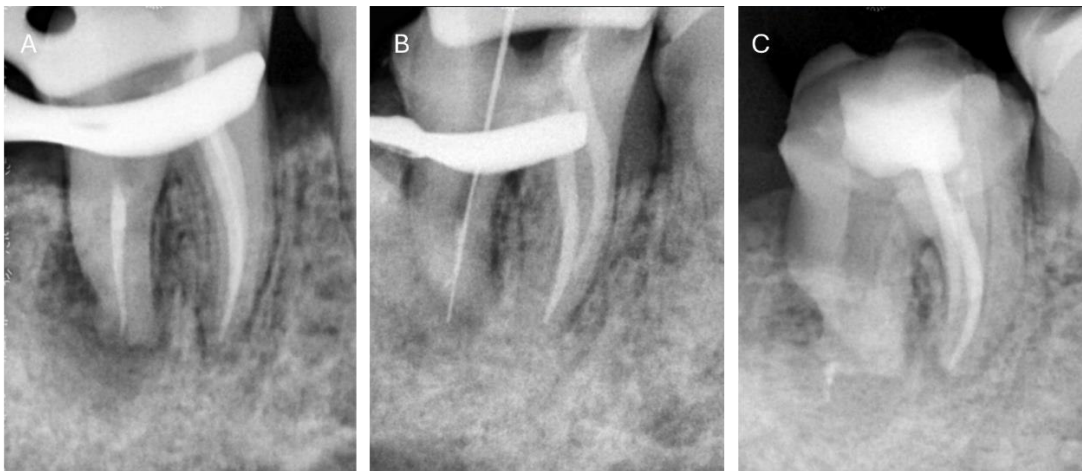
(A) radiografia de confirmação de desgaste total do pino. (B) patência. (C) remoção total de guta percha e instrumentação final do canal distal.
